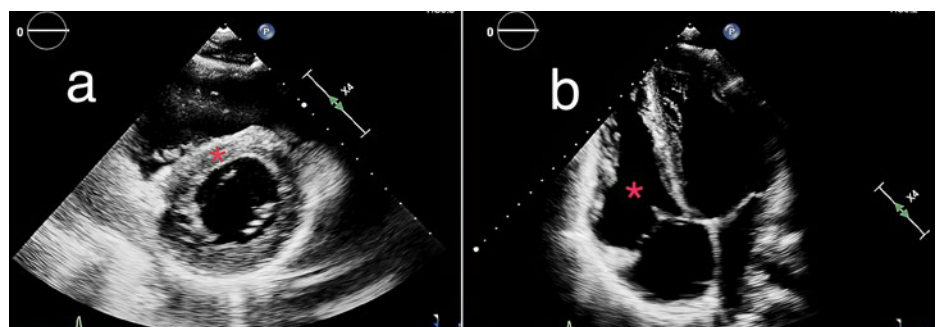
a) Transthorakale Echokardiografie, parasternale kurze Achse: mässige Dilatation des rechten Ventrikels mit Abflachung des Ventrikelseptums (*), was auf eine Volumenüberladung des rechten Ventrikels hindeutet. b) Transthorakale Echokardiografie, apikaler Vierkammerblick: deutliche Dilatation des rechten Ventrikels (*), dessen enddiastolischer Durchmesser mit jenem des linken Ventrikels vergleichbar ist.
